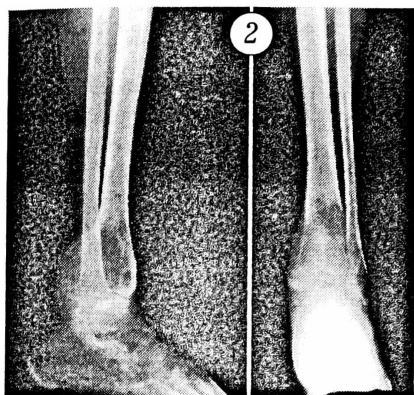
Рентгенограммы больной Г. 14 лет, давность заболевания 7 мес. Литический очаг деструкции в дистальном отделе большеберцовой кости с мелкооздреватым рисунком по периферии; кортикальный слой по задней внутренней поверхности резко вздут, на значительном протяжении разрушен. Ограниченная периостальная реакция в области очага деструкции.
